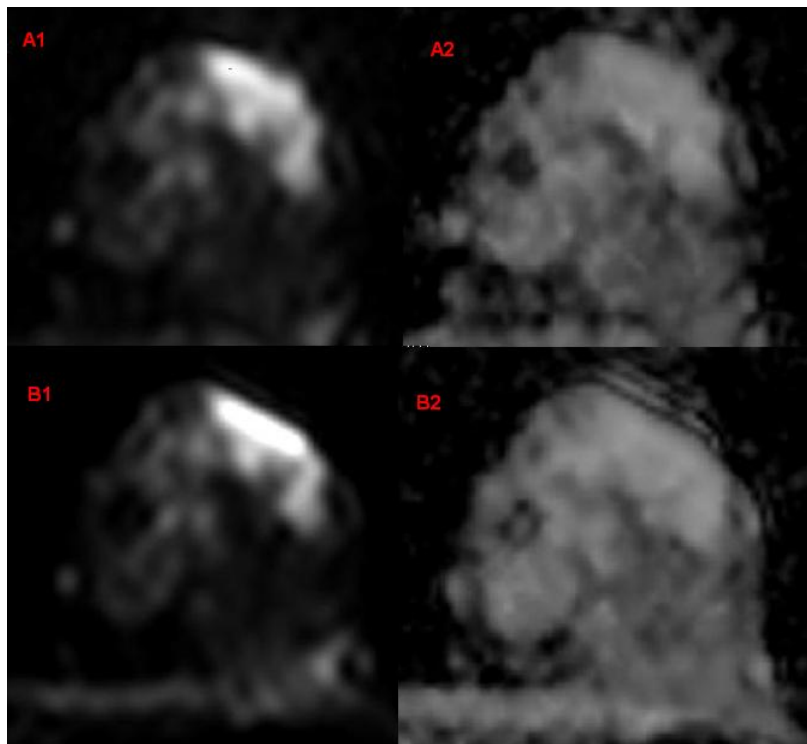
Resultados relativos ao uso de GRAPPA. A1 e A2 imagem ponderada em DWI e mapa ADC respectivamente adquirido com GRAPPA
